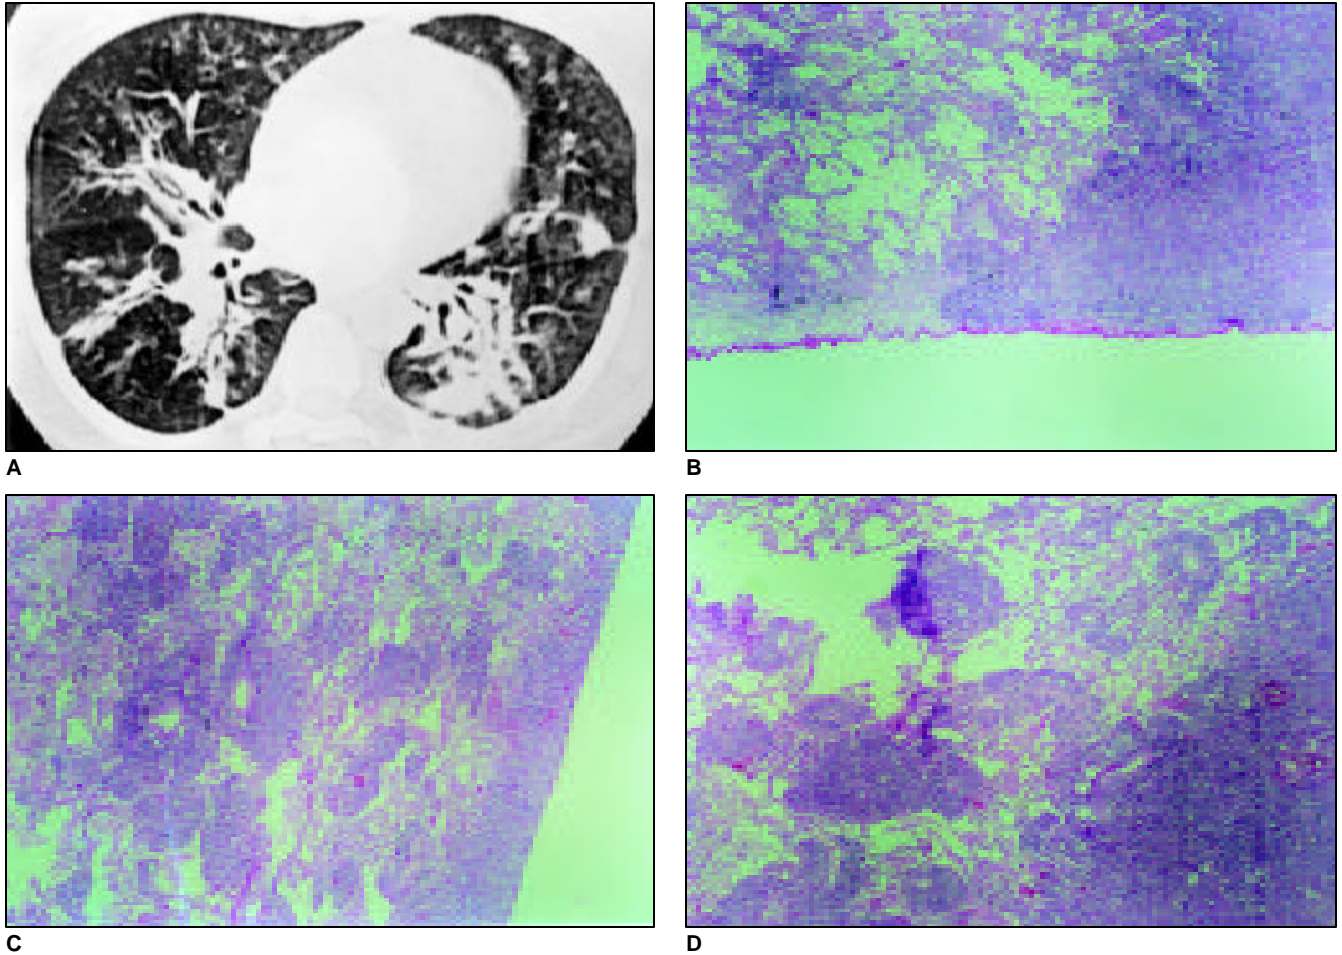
Em A, tomografia demonstrando, além da infiltração peribroncovascular, áreas de consolidação das regiões posteriores e espessamento de septos interlobulares adjacentes à superfície pleural, que se encontra espessada em algumas regiões, e alguns nódulos centrolobulares no lobo médio e na língula. Em B, infiltração ao longo da superfície pleural, observando-se no centro da foto o limite entre a lesão e a pleura normal, e à direita observando-se aspecto de comprometimento do parênquima pulmonar adjacente. Em C, infiltração na superfície pleural e nódulos envolvendo arteríolas. Este padrão é responsável pelos nódulos centrolobulares observados na TCAR. Em D, área de preenchimento alveolar por células neoplásicas à esquerda, com nódulos do espaço aéreo na periferia, responsáveis pelo aspecto de consolidação na TCAR (linfoma não-Hodgkin).
